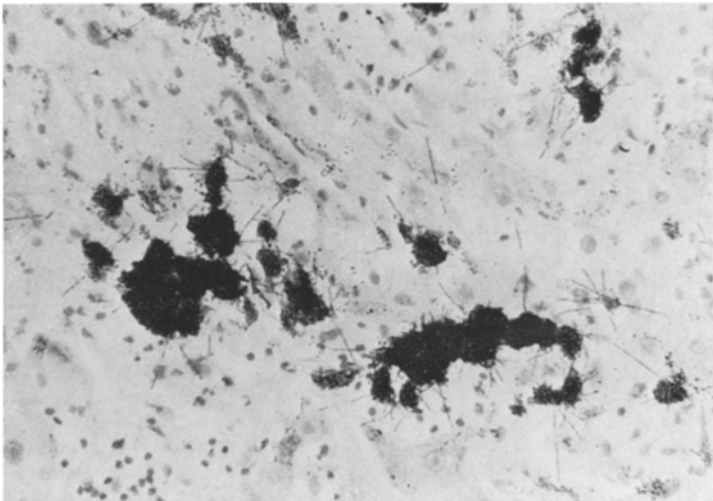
Autoradiographie der Leber. Ausgehend von dem körnigen Material zahlreiche  $\alpha$ -Bahnspuren. 250  $\times$
